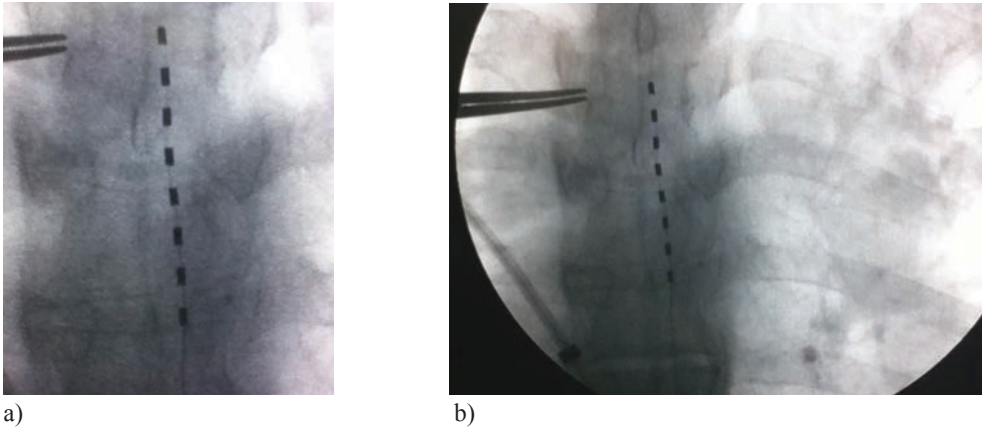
Radiografía columna torácica en proyección anteroposterior que muestra electrodo de neuroestimulación medular (a y b)
